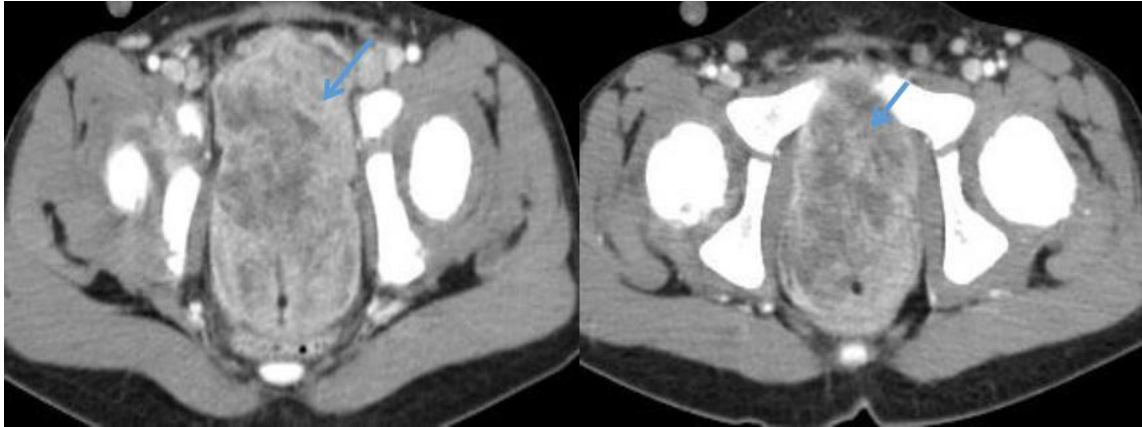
TDM THORACO-ABDOMINALE EN COUPES AXIALES APRES INJECTION DE PDC:
